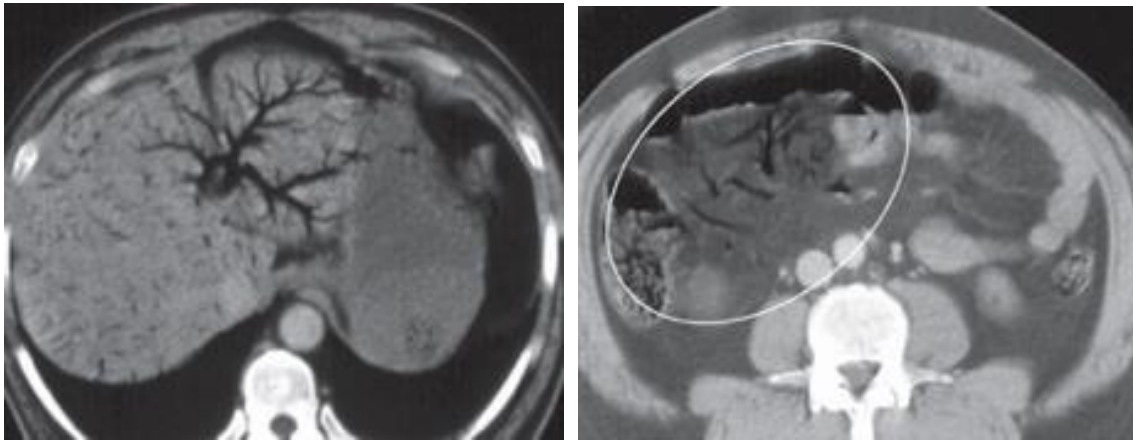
CT-Abdomen nach i.v. KM - Gabe eines 56-jährigen Patienten mit mesenterialem Infarkt. Es zeigt sich Gas in Pfortaderästen (links) und in mesenterialen Venen (rechts) (Furukawa et al. 2009).
